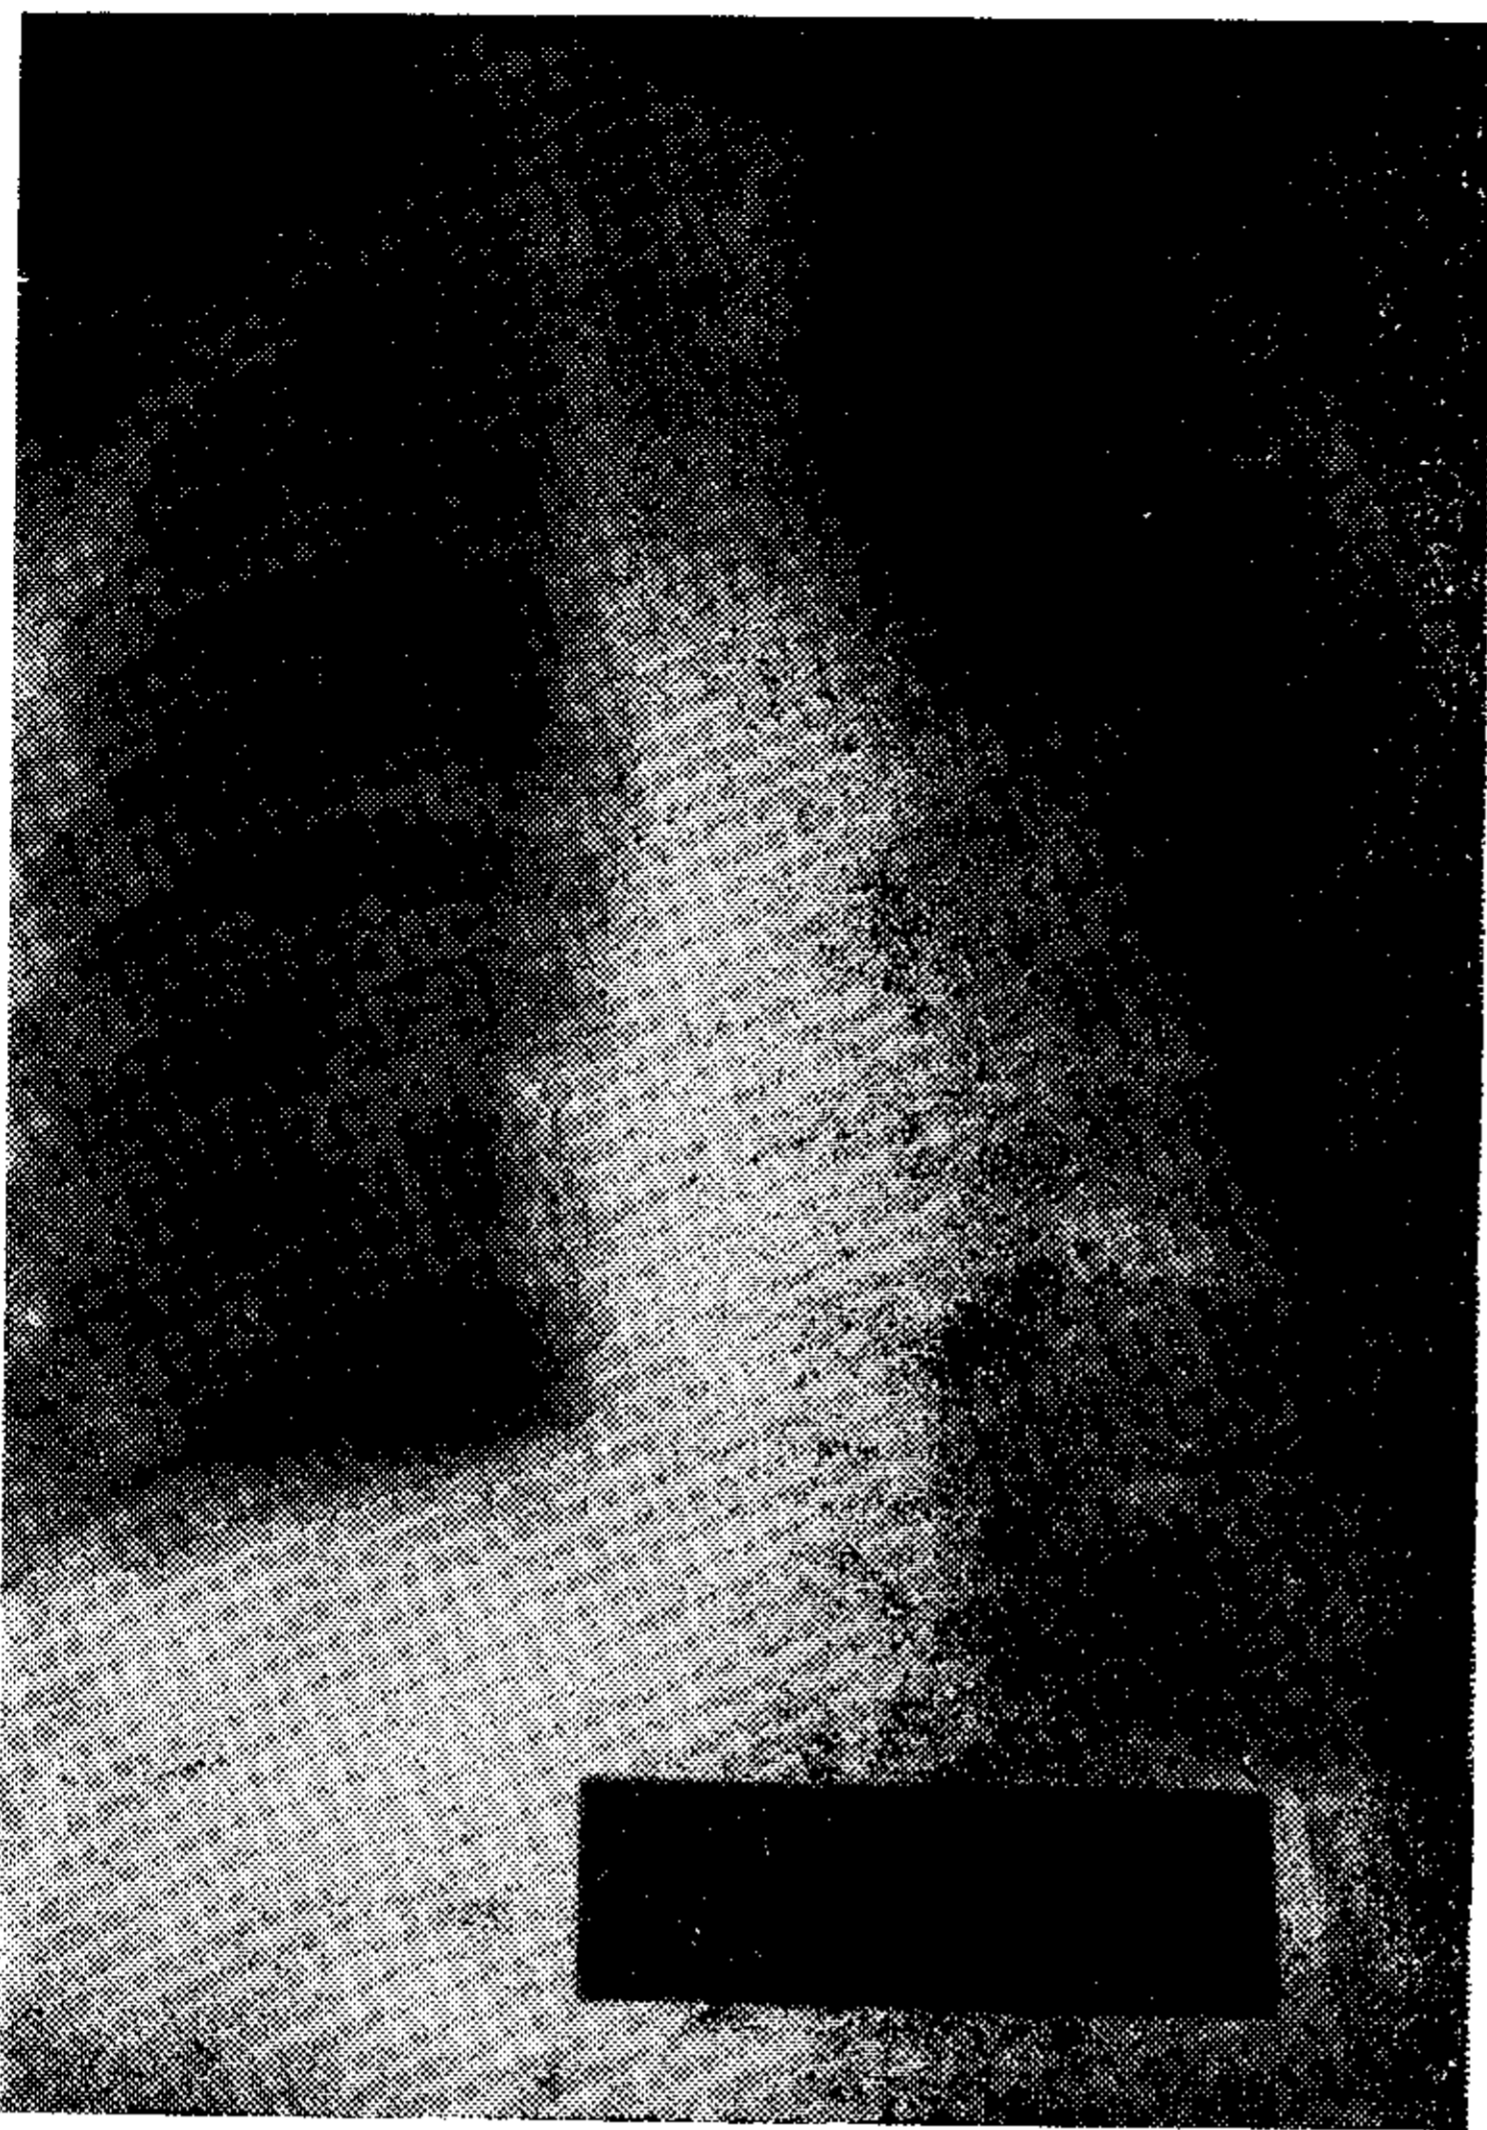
Radiografía postoperatoria.
